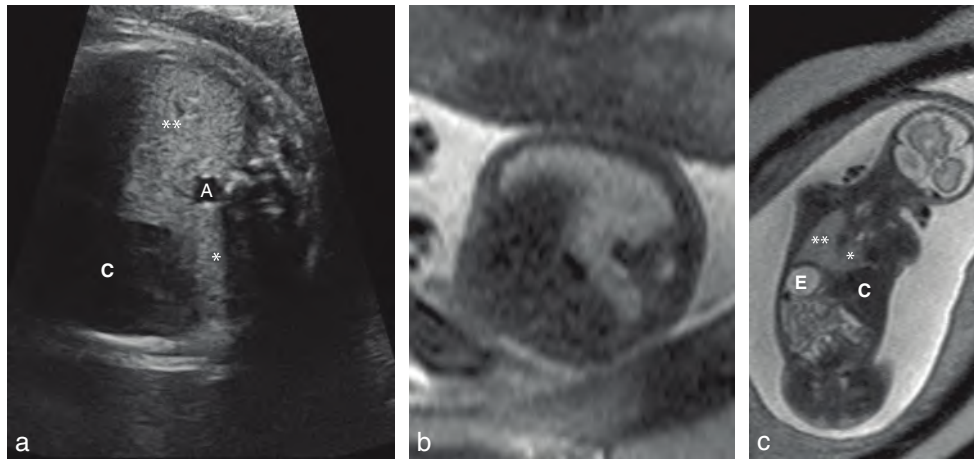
Hypoplasie pulmonaire unilatérale. a. Coupe transversale du thorax. Le cœur (C) est refoulé très latéralement vers la paroi thoracique droite. L'hémi-thorax gauche, d'échostructure homogène, contient le poumon gauche (). En arrière du cœur, on retrouve également une petite structure d'échogénéité identique, correspondant à un petit lobe pulmonaire droit (*). On notera la fusion des structures pulmonaires gauche et droite en arrière du cœur et en avant de l'aorte (A). b. IRM thoracique du même fœtus. c. IRM fœtale, coupe frontale. Le poumon gauche est d'aspect normal (). Fusionné à celui-ci au niveau du lobe inférieur, on retrouve le poumon droit hypoplasique (*). C : cœur ; E : estomac. Source : fig. 11.26a, cliché du Dr P. Vaast ; fig. 11.26b et c, clichés du Dr J. Bigot.
